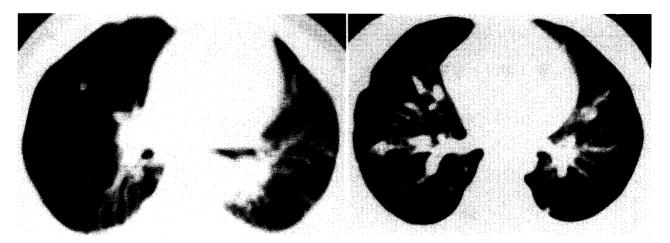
症例8の胸部CT. 初診時に両肺多発転移を認めた.
